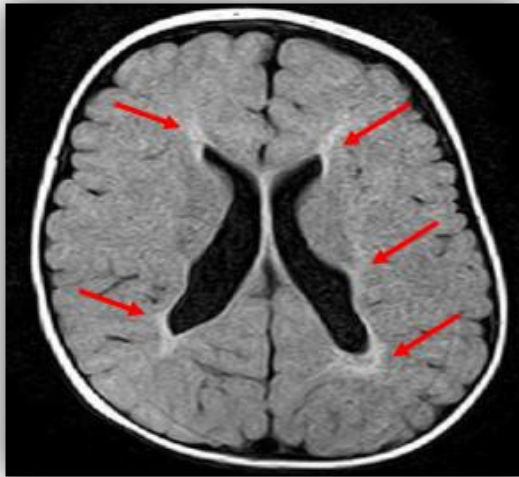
IRM cérébrale, séquence axiale FLAIR, montrant une dilatation modérée et irrégulière des corps des ventricules latéraux, associée à une raréfaction de la substance blanche périventriculaire avec hypersignal diffus. Aspect évocateur d'une leucomalacie périventriculaire bilatérale.
